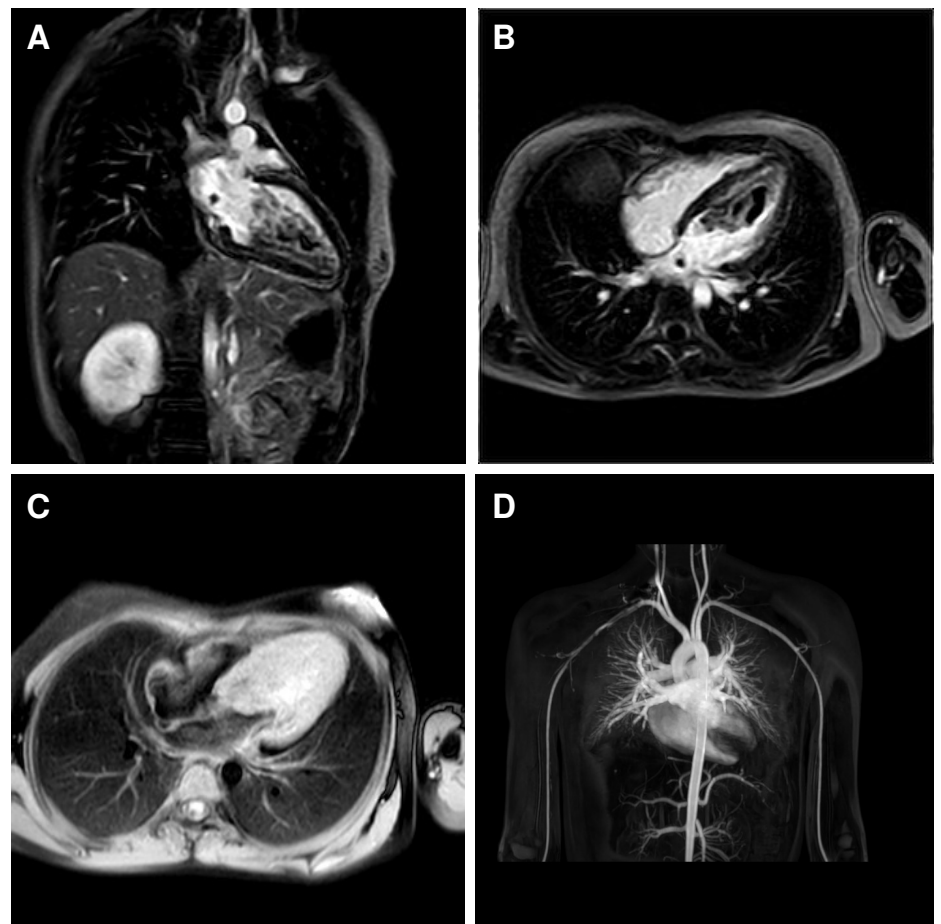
Angiorresonancia cardiaca utilizando resonador de 1,5 teslas, técnica de adquisición de secuencias luego de la administración de gadolinio y selección de imágenes de realce temprano y tardío. A. Corte coronal en la que se observa masa intracavitaria de 15 mm en el ventrículo izquierdo. B y C. Corte axial en el que se aprecia la extensión de la masa descrita y otra adyacente con características de lesión tumoral en la llegada de la vena pulmonar inferior izquierda. La masa era móvil, obliteraba el tracto de salida del ventrículo izquierdo, protruía a través de la válvula aórtica y no tenía plano de separación con el músculo de la pared del tabique. Tenía escaso derrame pericárdico. D. Angiorresonancia tridimensional en la que se observa masa intracavitaria del ventrículo izquierdo con infiltración de la pared del tabique y el ápice, la cual atraviesa hacia la aorta a través de la válvula aórtica, generando obstrucción del tracto de salida.
